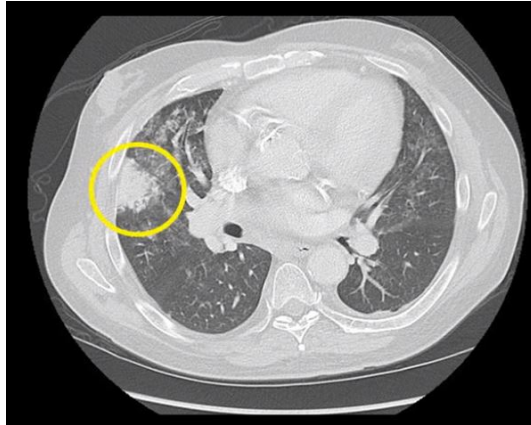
Visualización de un estudio CT con un patrón típico relacionado con Adoquín Desordenado.
